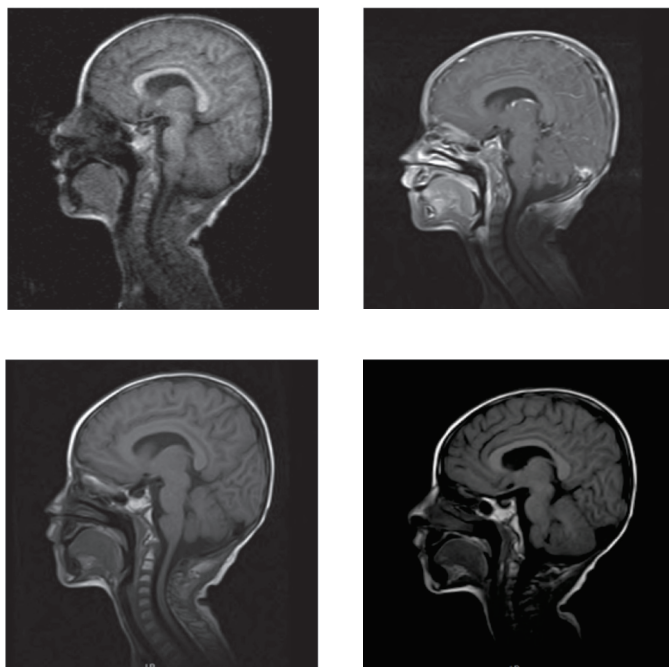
Imágenes de RMN cerebral realizada a los cuatro años de edad
